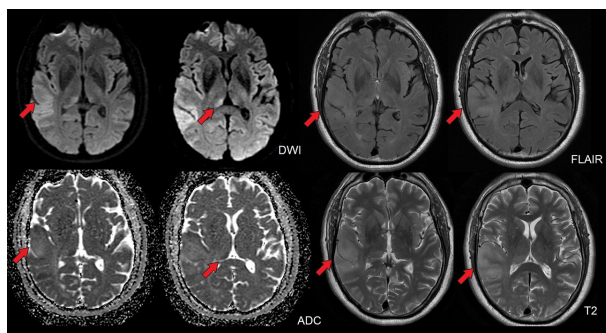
Área restrictiva en secuencia de DWI a nivel cortical temporo-occipito-parietal derecho con focos de similares características a nivel pulvinar de ambos tálamos a predominio derecho (flechas). Hiperseñal en secuencias T2 y FLAIR en topografía temporal derecha, a predominio posterior, que produce borramiento de los surcos adyacentes (flechas). Compromiso de la sustancia blanca subcortical temporo-parietal homolateral que evidencia hiperintensidad en secuencias T2/FLAIR.
